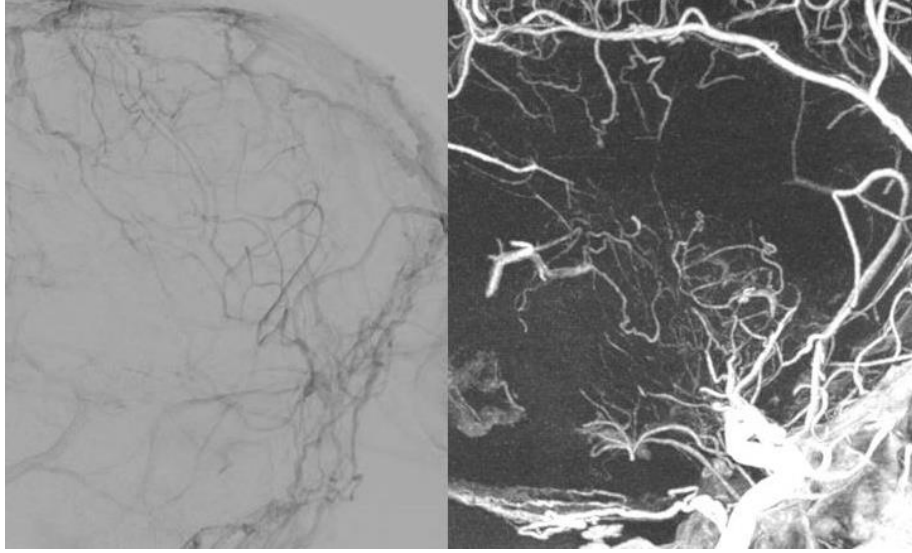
ECA run'ında supra ve infratentorial yaygın venöz drenaj gösteren olguda AP görüntülerde İnternal Oksipital Venler ve ICV'ler superpoze olabildiğinden lateral görüntüler ICV'lerin ayırımıda önem kazanmaktadır. Lateral görüntülerde fistül runlarında izlenebilen, TSV üzerinden yüzeysel venlere gerçekleşen kollateralizasyon AP görüntülerde net teyid edilememekle birlikte MRG incelemede izlenebilmiştir.
